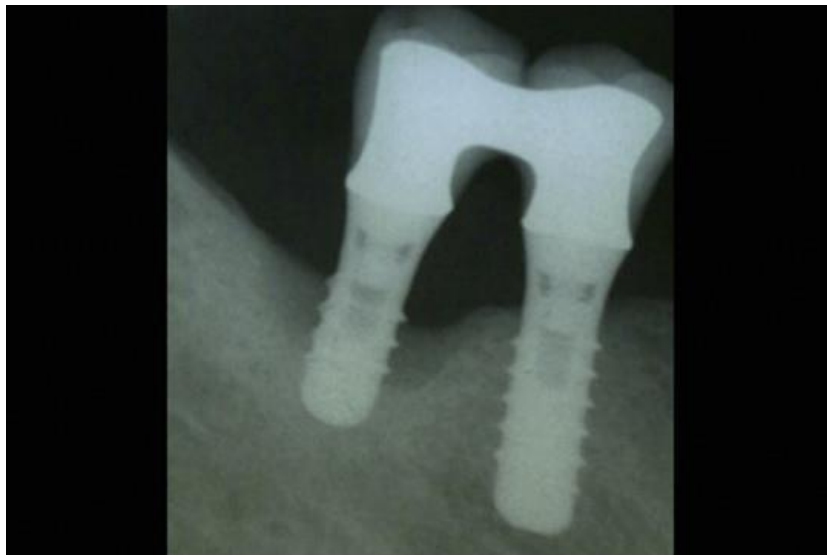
Cliché radiographique rétro-alvéolaire d'une péri-implantite d'un implant en site prémolaire mandibulaire
